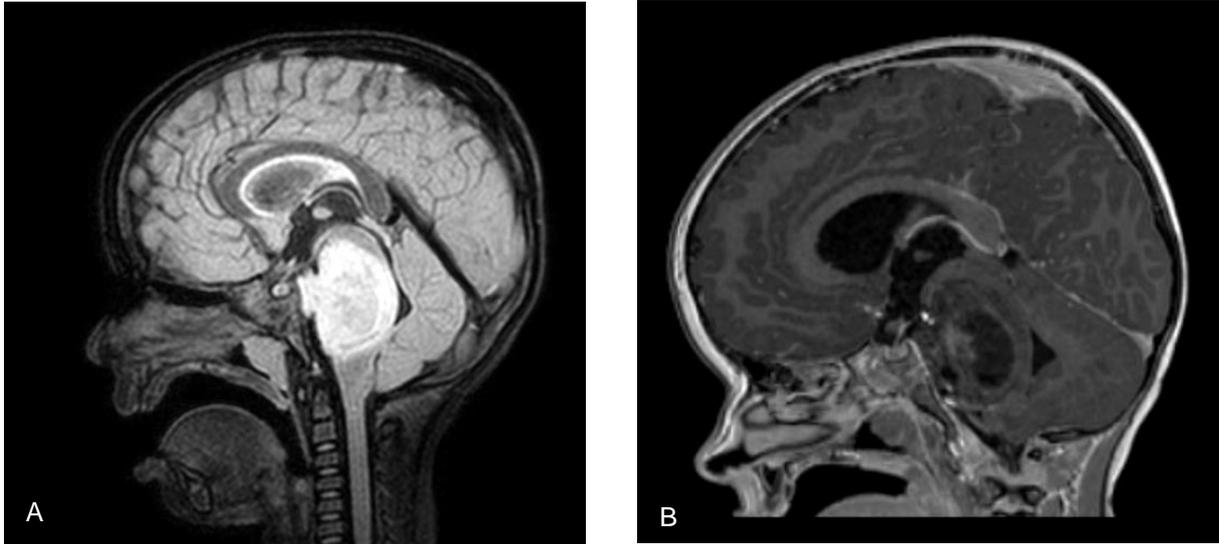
Coupes sagittales d'IRM d'un patient suivi pour un DIPG
